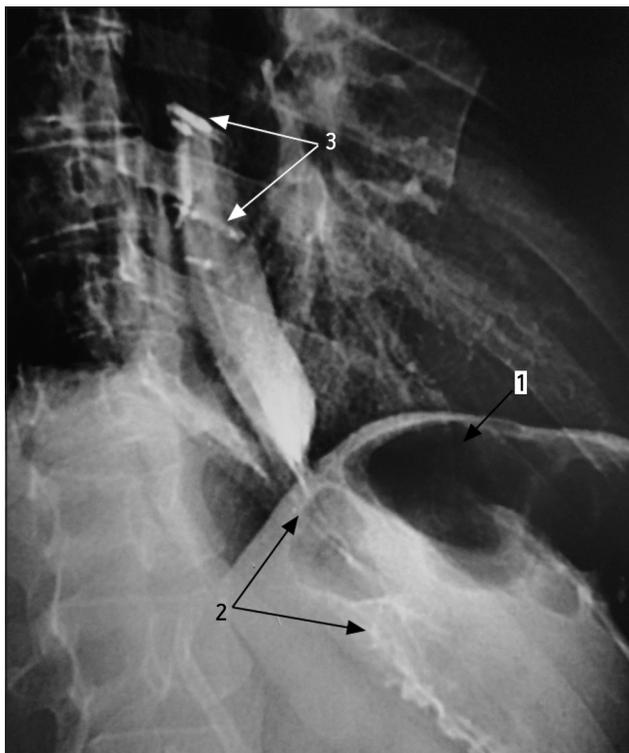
Рентгенограмма пищевода через 24 мес после операции.
